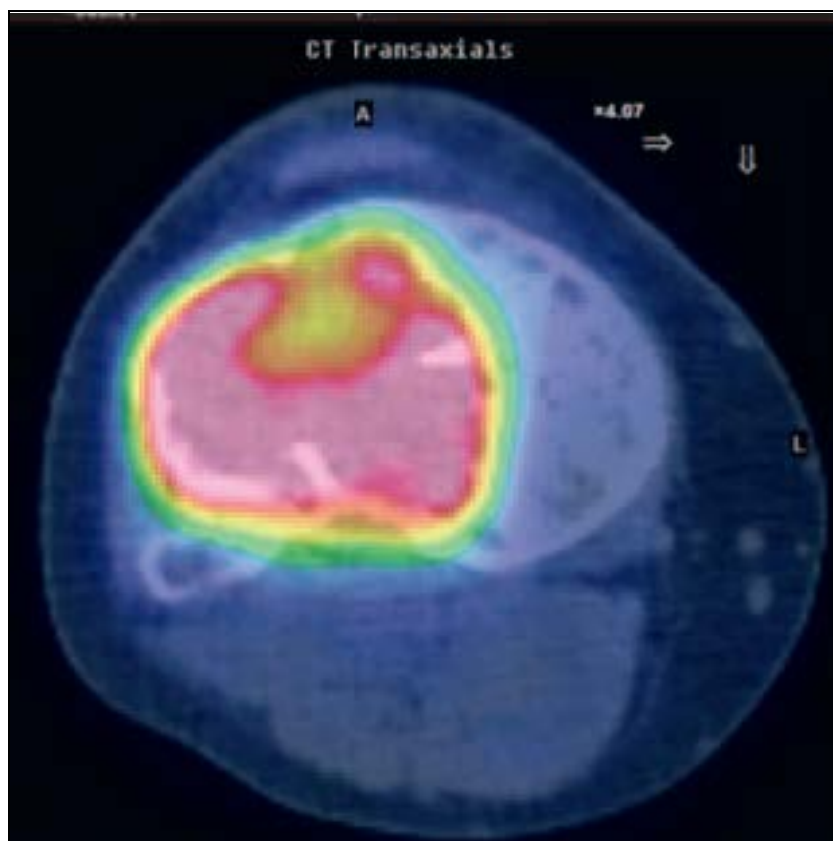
PET-TC con 18-fluorodesoxiglucosa que demuestra aumento de actividad metabólica en TCG de tibia proximal.
